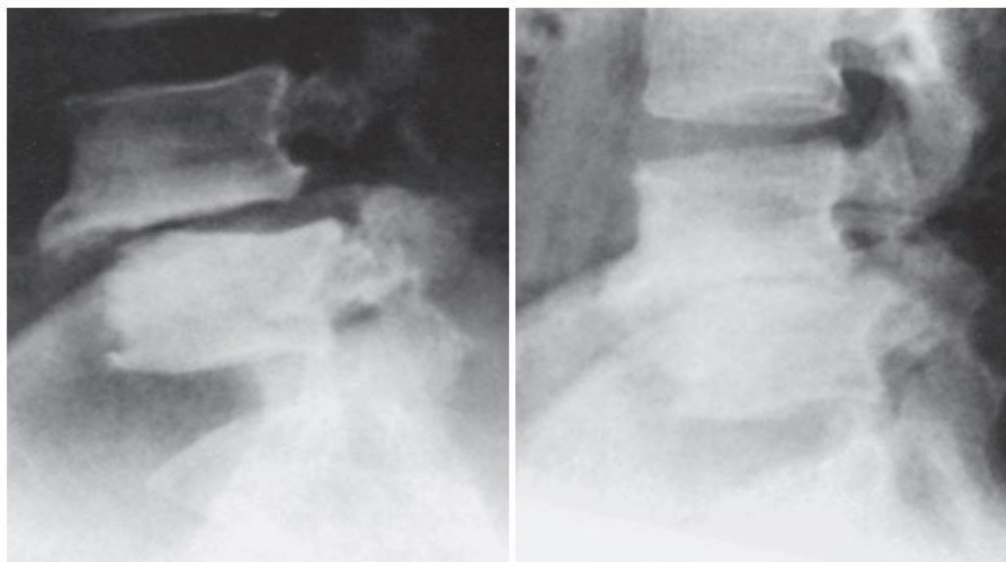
Brucellosis of lumbar spine. Note vertebral sclerosis, spondylolisthesis, steplike irregularity in anterior vertebral body, and anterior osteophytes. (From Lifeso RM, Harder E, McCorkell SJ: Spinal brucellosis, *J Bone Joint Surg* 67B:345, 1985.)
